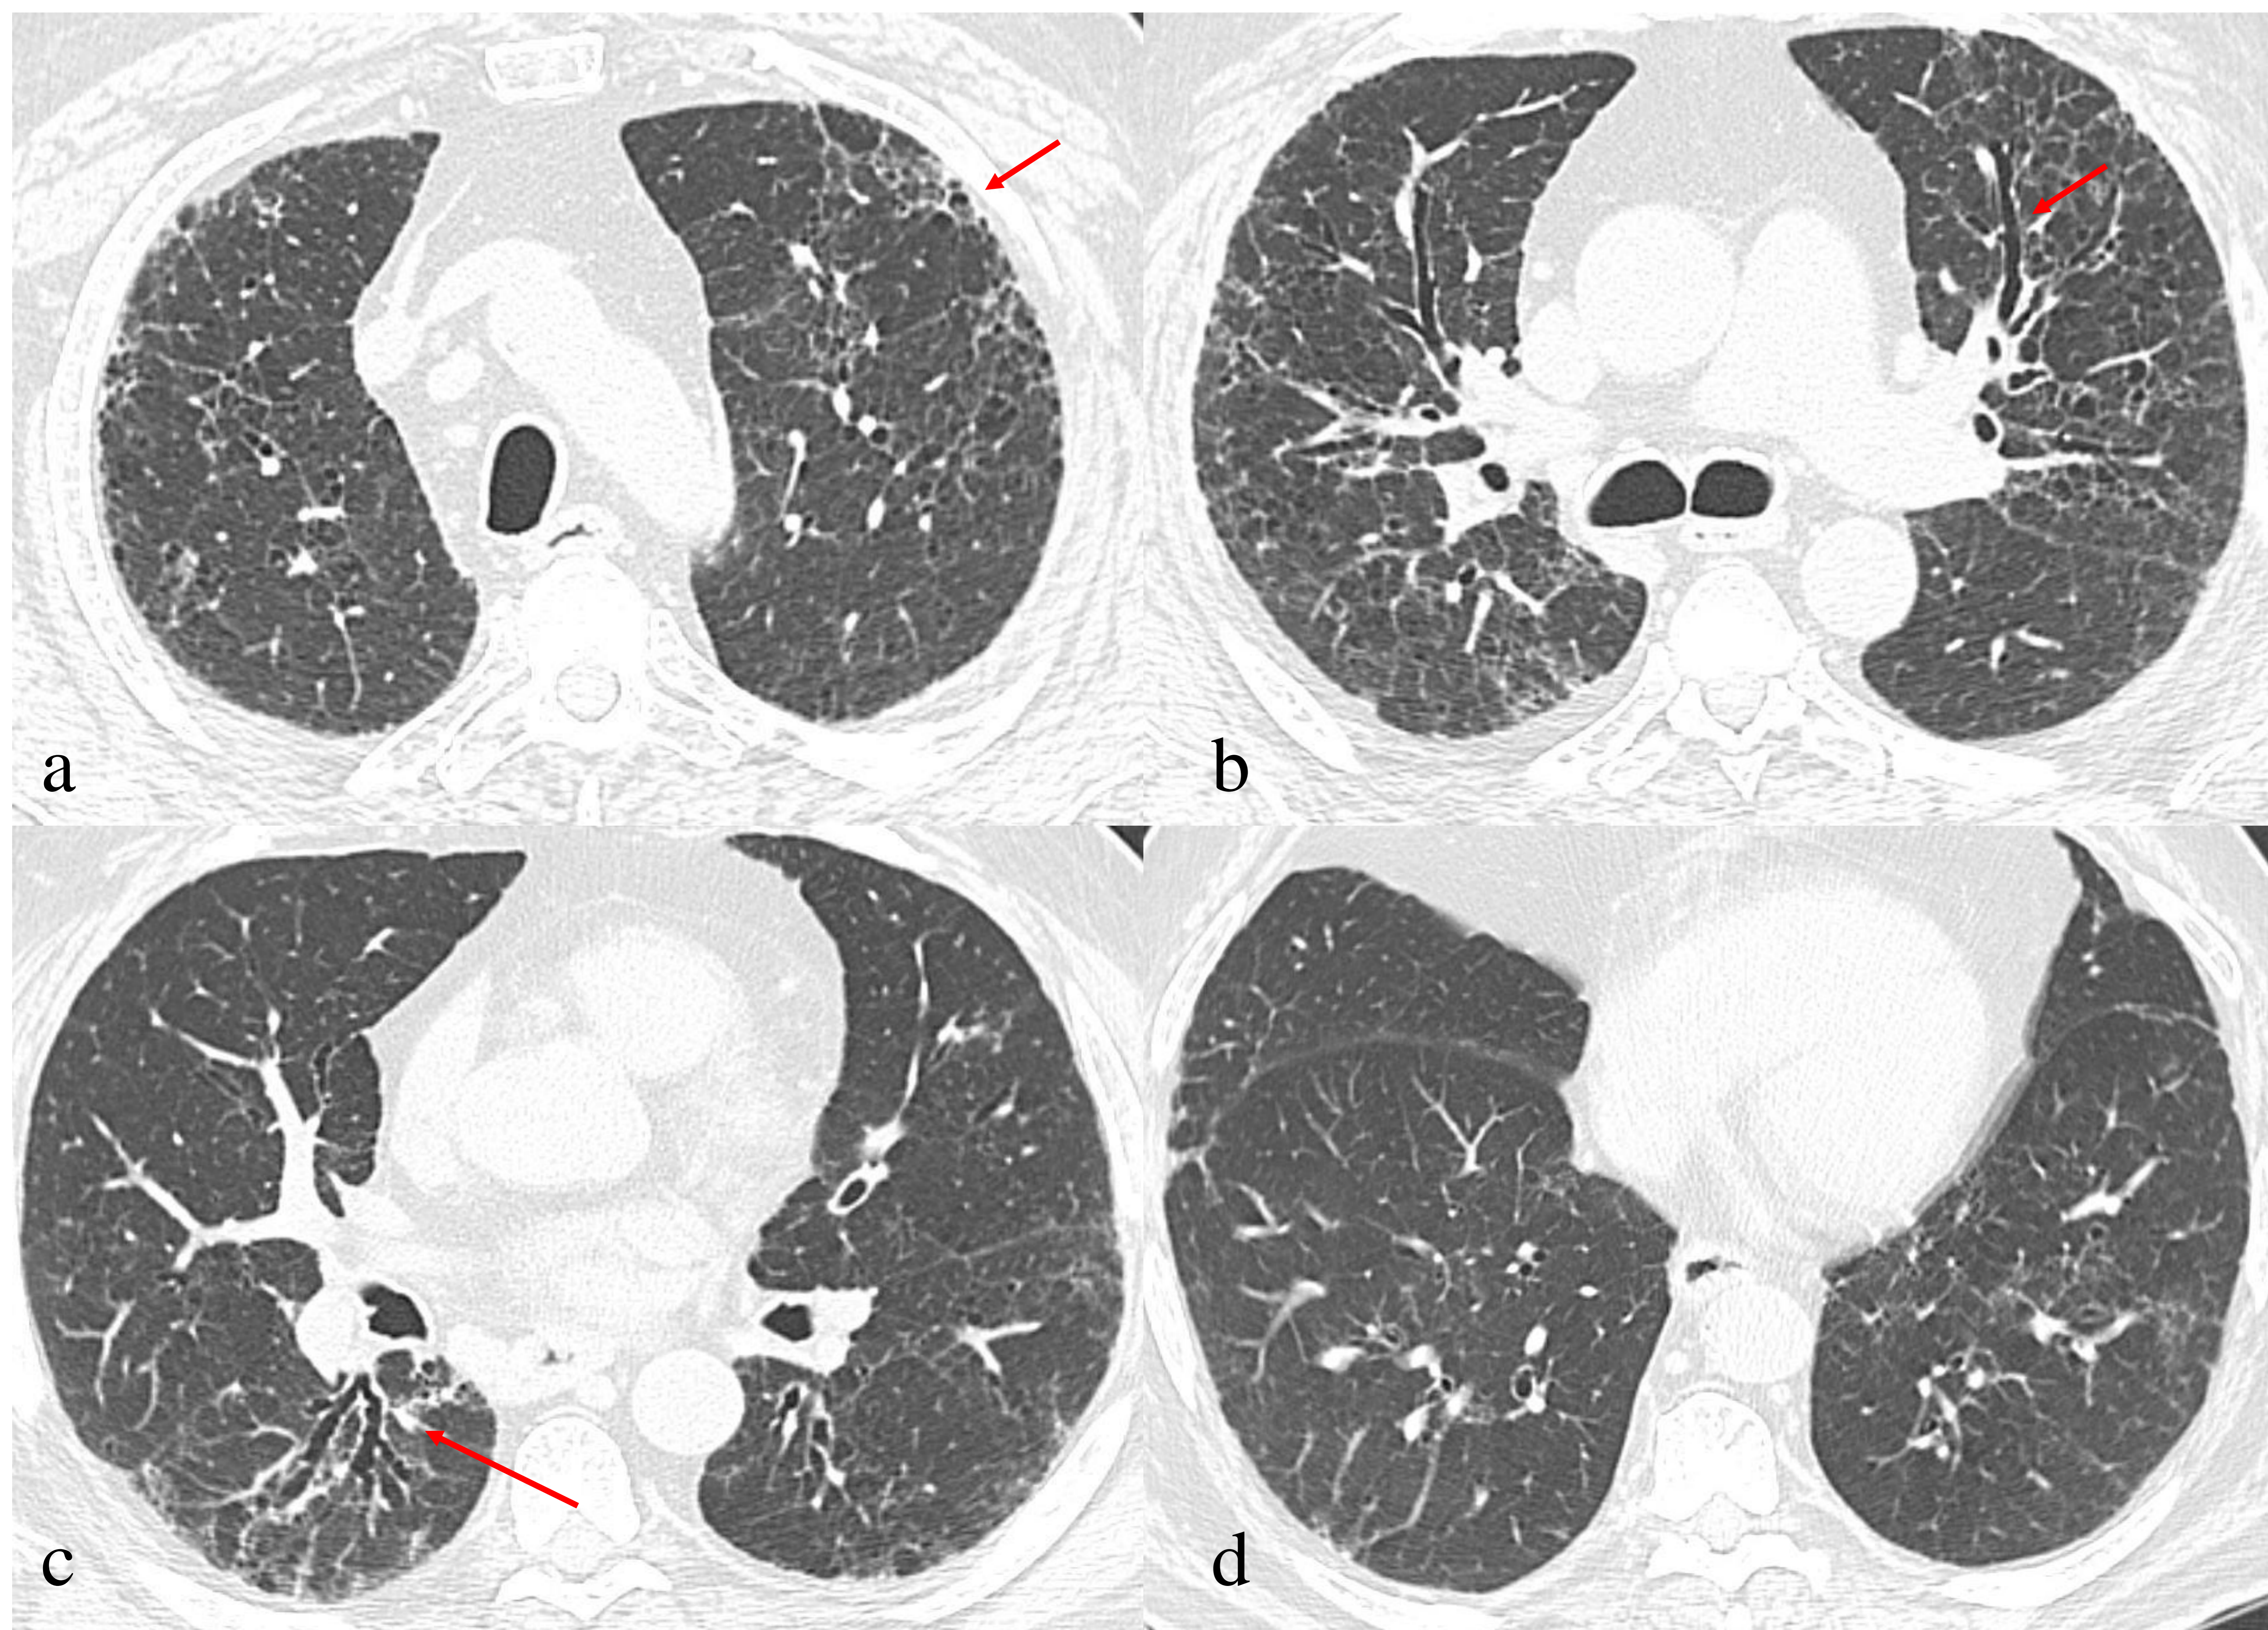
Varón de 56 años, exfumador. En cortes axiales de TC se aprecia una reticulación periférica subpleural a nivel de lóbulos superiores (flecha en imagen a) que asocia bronquiectasias de tracción en lóbulos superiores y segmentos apicales de lóbulos inferiores (flechas en imagen b y c). Se aprecia en la imagen d respeto de las bases pulmonares. Hallazgos en relación con patrón indeterminado de NIU, sugestivo de neumonitis por hipersensibilidad fibrótica.
